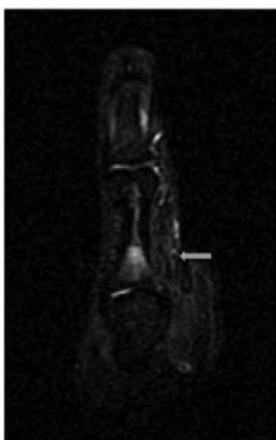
RM del pulgar: se detecta una zona de edema intramedular en la base de la falange proximal del pulgar.
